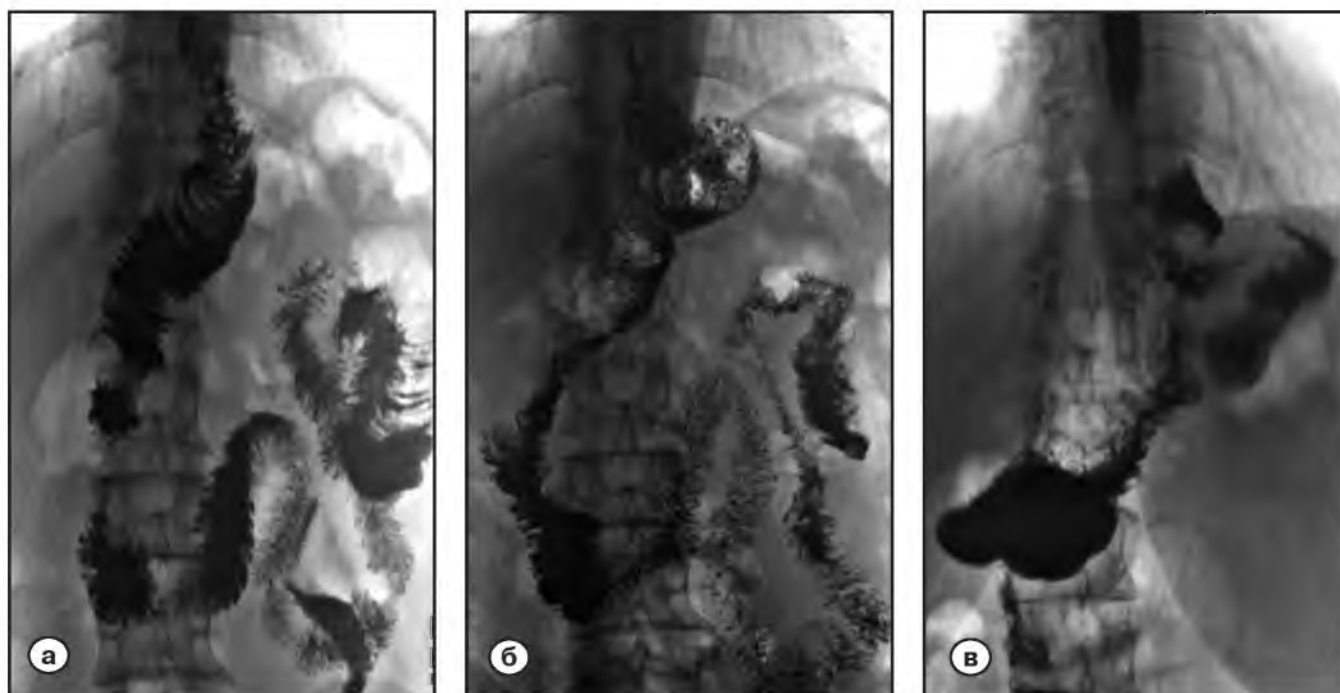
Рентгенограммы больного после ГЭ с ЕПП.
